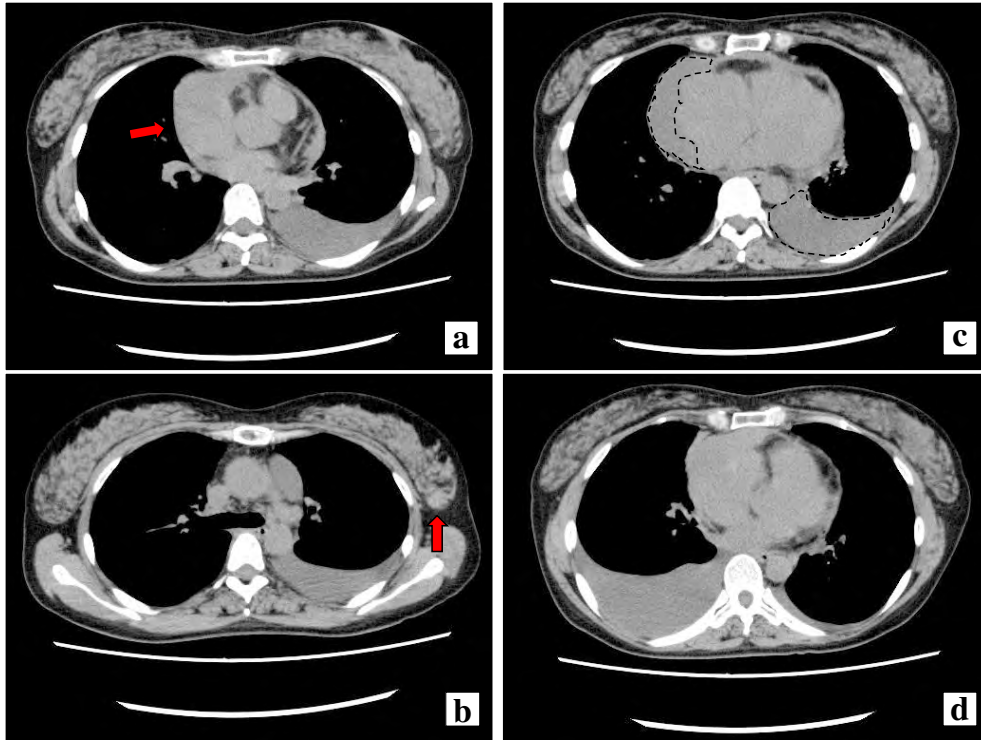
Chest CT images. a : A low-density mass is seen in the right atrial wall (arrow). b : A slightly high-density mass is seen in the left breast (arrow). c : Both pericardial and left pleural effusion can be seen (areas surrounded by dot lines). d : A right pleural effusion was also apparent on the CT.
